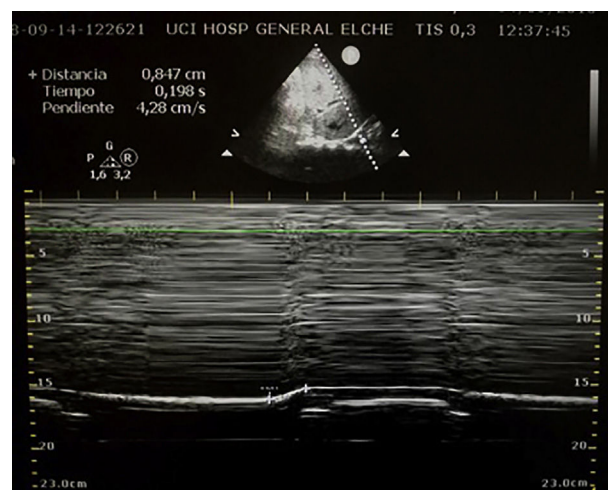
Ecografía pulmonar hemitórax derecho (modo M). Pone de manifiesto excursión diafragmática de 0,8 mm sugestivo de paresia diafragmática derecha.
